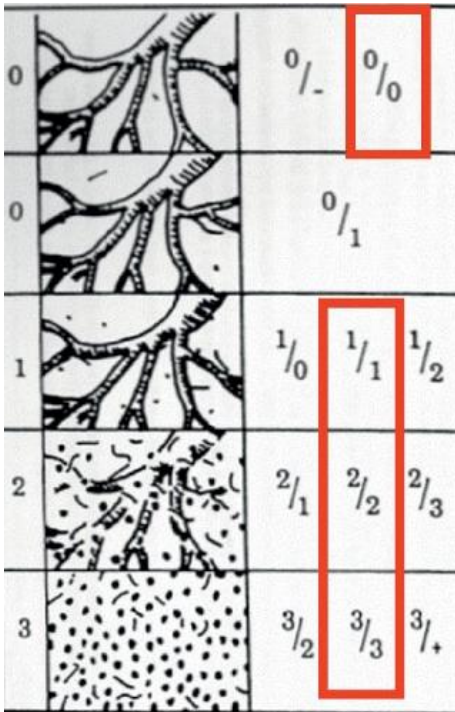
A) La profusión de lesiones en la lectura ILO se clasifica en 4 categorías principales y 12 subcategorías, de menor a mayor. B) En la práctica, cuanto mayor es la profusión de lesiones silicóticas, se produce un mayor borramiento de los vasos pulmonares en la radiografía de tórax.
